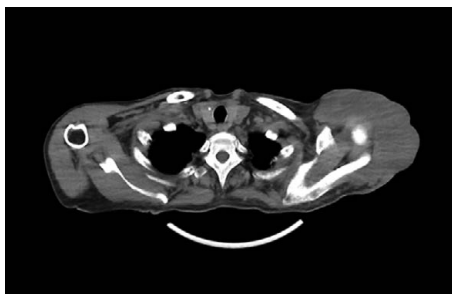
КТ-картина перед лечением
